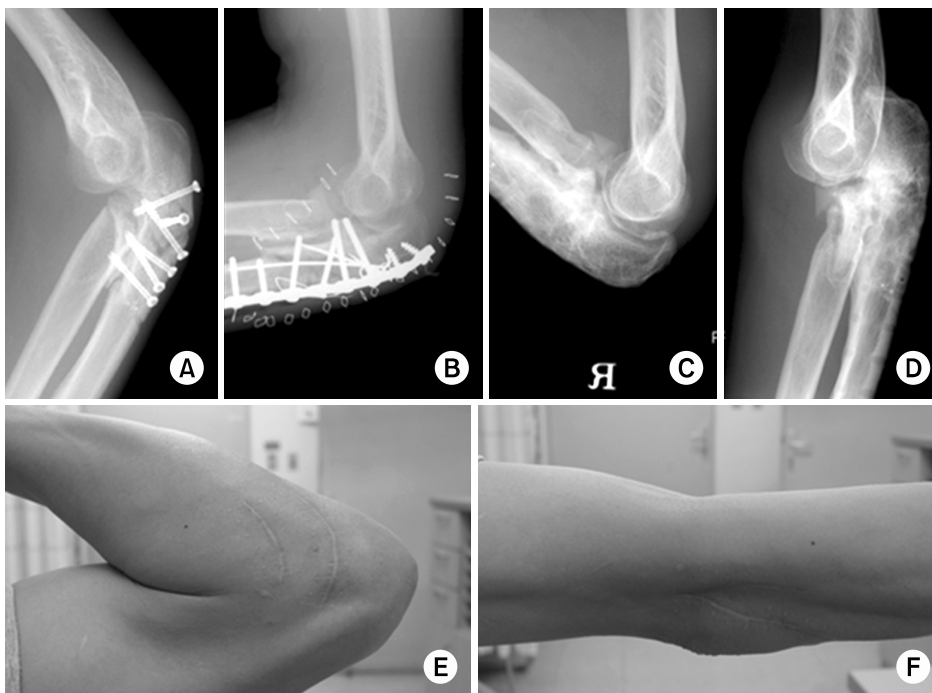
(A) Lateral radiograph of a 30-year-old man shows inadequate mechanical stability and failure of fixation with screws. (B) Osteosynthesis with plate fixation and auto-iliac bone graft. (C, D) At 14 months after surgery, radiograph shows union. (E, F) Active range of motion 14 months after surgery.
